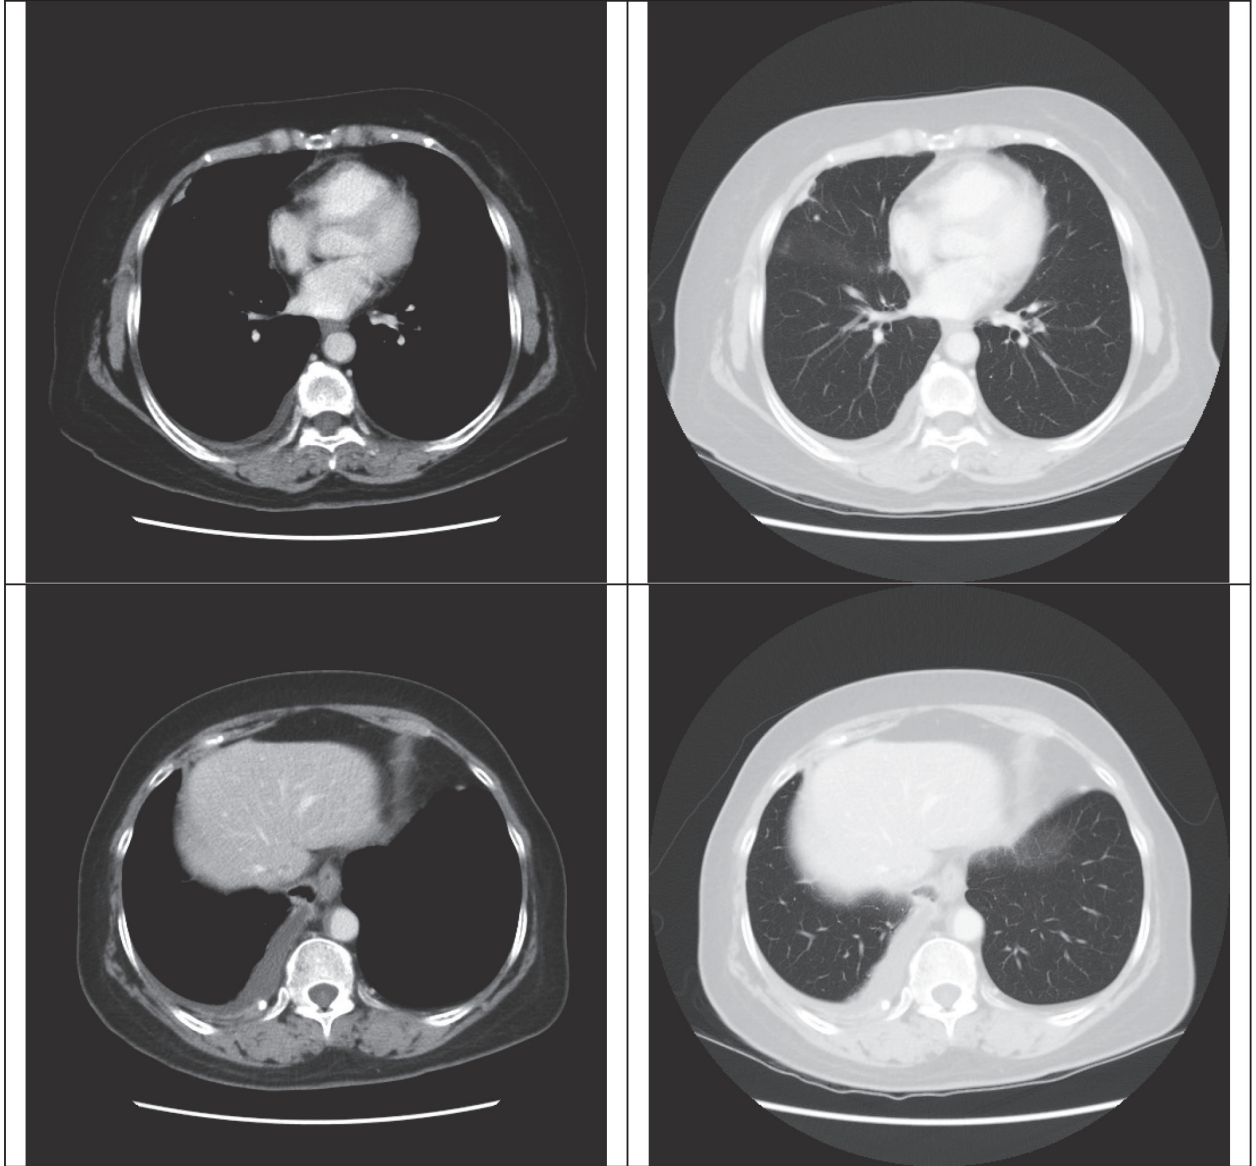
Chest computed tomography at presentation revealed right pleural effusion with pleural thickening, and bronchiectasis with fibrocalcified nodules at the right middle lobe.
